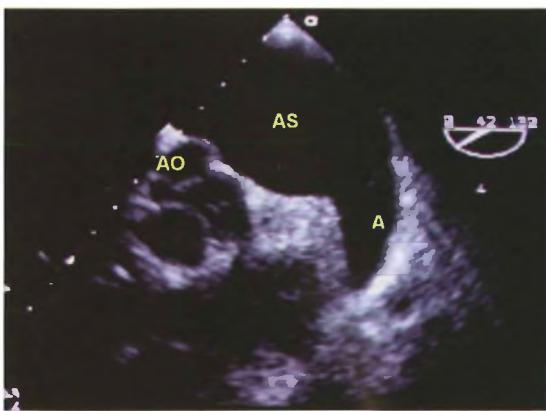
Ecocardiografia transesofagea (proiezione trasversale a livello esofageo medio): mostra l'aorta e le sue cuspidi (AO), l'atrio sinistro (AS) e l'auricola sinistra (A) liberi.
